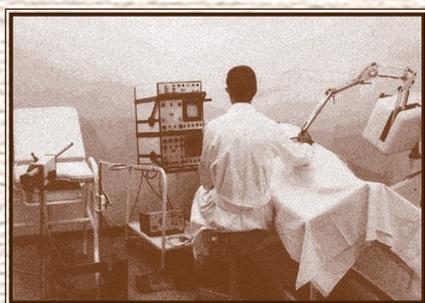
А. Kratochwil проводит УЗИ в А-режиме
